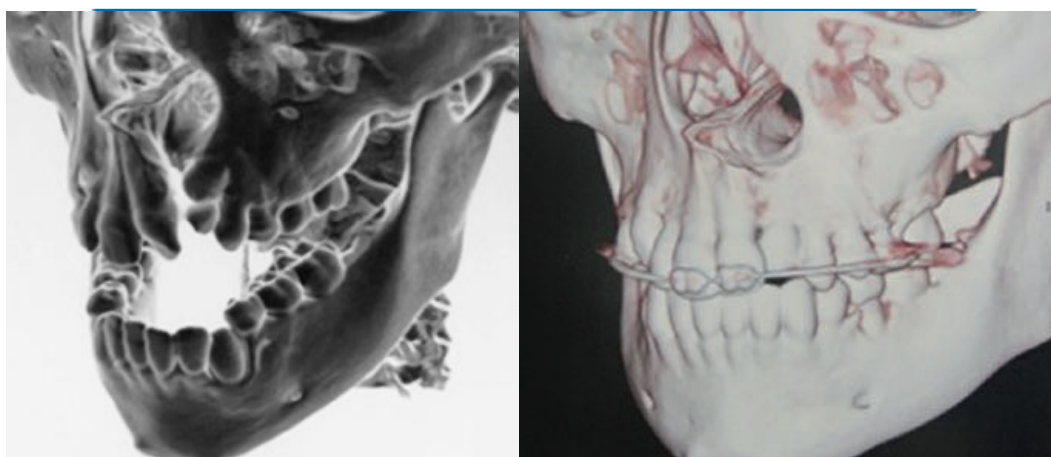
(a) Imagistica tomografică computerizată preoperatorie a scheletului craniofacial al unui pacient cu DLMPU. (b) Imagistica tomografică computerizată postoperatorie a scheletului craniofacial după reconstrucția alveolară [152]
